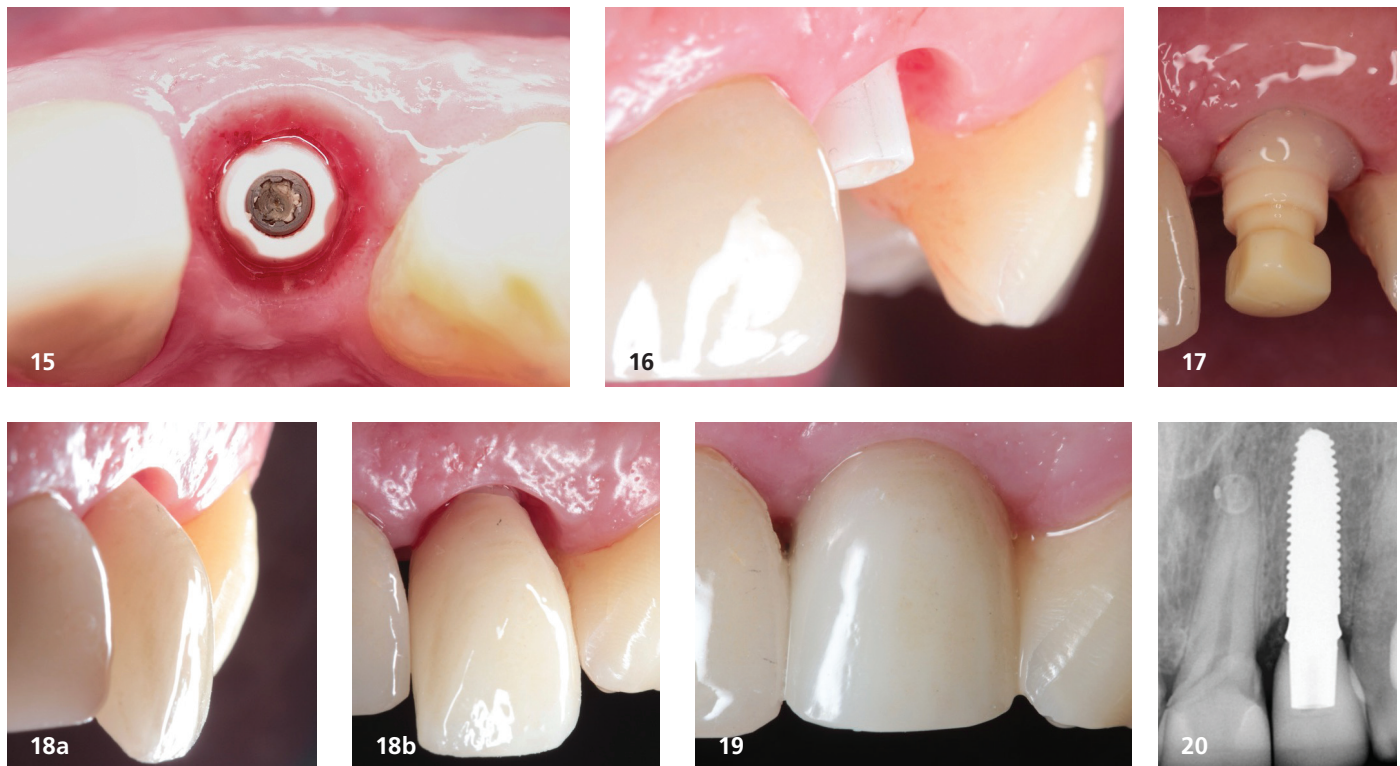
Gesund aussehendes periimplantäres Gewebe (Ansicht von okklusal). – Abb. 16: Gesund aussehendes periimplantäres Gewebe (Ansicht von lateral). – Abb. 17: Geschlossene Abformtechnik mit fließfähigem Komposit zur Darstellung des gingivalen Emergenzprofils. – Abb. 18a und b: Positionierung der e.max-Krone auf dem CR-Abutment unter Erhalt der Interdentalpapillen und des periimplantären Volumens. – Abb. 19: e.max-Krone nach der Zementierung. – Abb. 20: Röntgenstatus bei der Kontrolluntersuchung nach zwölf Monaten.
